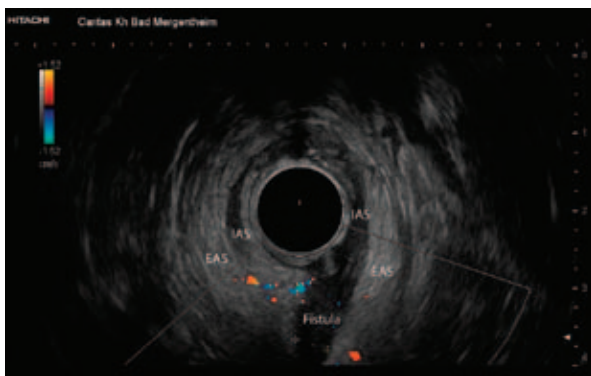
Трансректальное УЗИ [143-145]. Транссфинктерный свищ с большой долей интерсфинктерного хода свища. EAS – наружный сфинктер заднего прохода. IAS – внутренний анальный сфинктер
